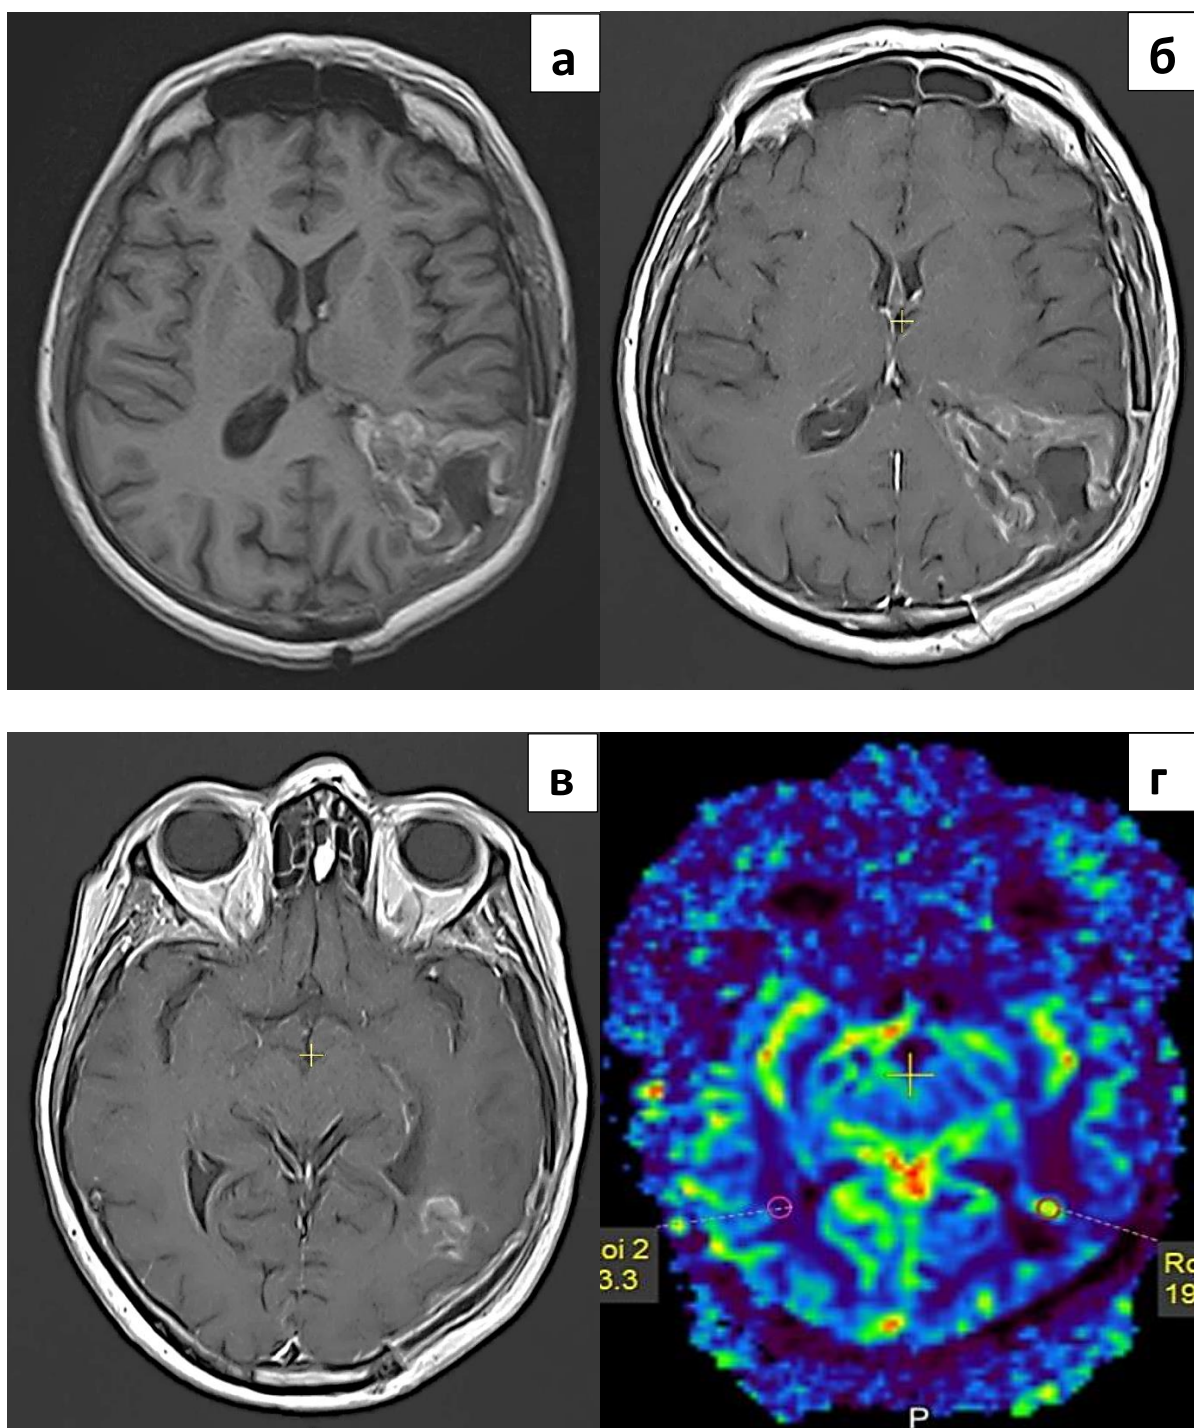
Клинический пример. Пациент Б. 64 года. Глиобластома Grade IV левой теменно-височной области. Состояние после удаления опухоли. Слева направо: изображения в T1 до и после контрастного усиления Gd (а, б) – послеоперационная киста с геморрагическим содержимым. На перфузионной карте (г) определяется гиперперфузионный участок в краевой зоне послеоперационной кисты.
